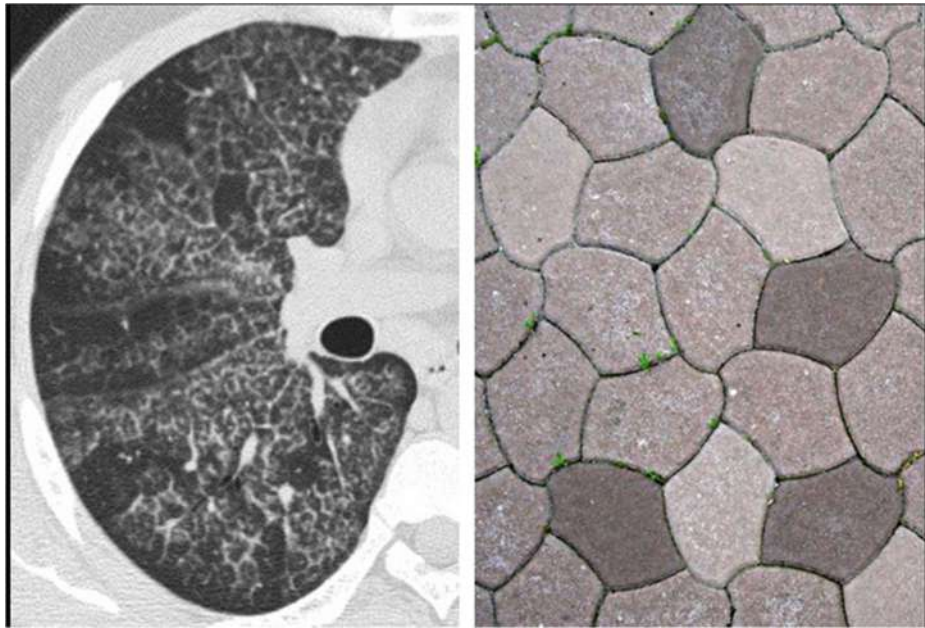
Planche d'une TDM montrant aspect de « crazy paving »
